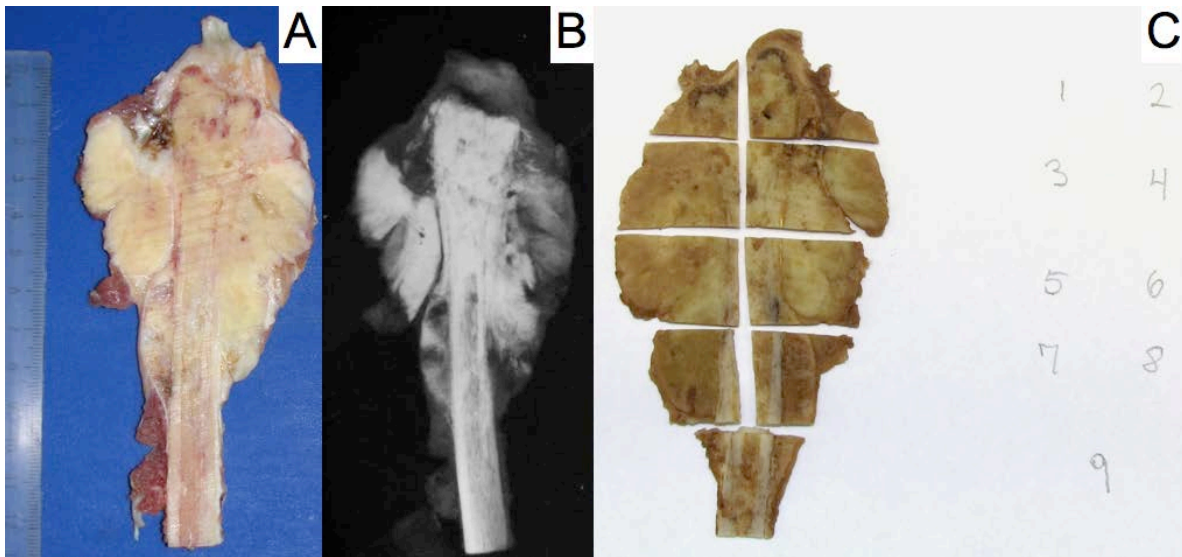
(Caso OS 27, osteosarcoma de alto grado con buena respuesta a tratamiento neoadyuvante, grado de necrosis Huvos III). A: corte sagital completo de osteosarcoma de alto grado (subtipo osteoblástico) de fíbula proximal. B: radiografía del espécimen quirúrgico. Nótese el aspecto radiodenso o blástico. C: mapa de necrosis en el que se incluye todo un corte sagital para estudio microscópico.
